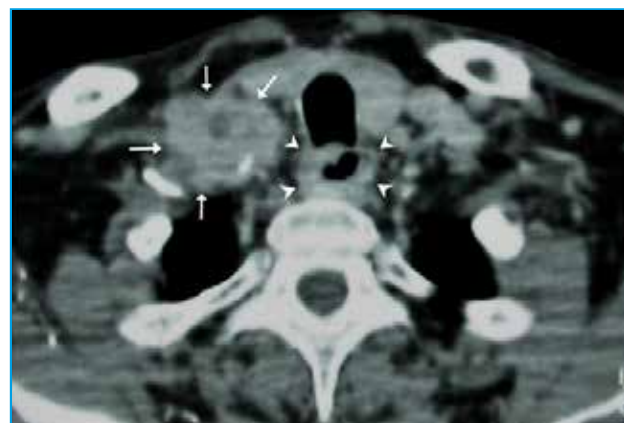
Varón de 55 años de edad que debuta con bultoma en nivel IV derecho que correspondió en biopsia a un carcinoma escamoso bien diferenciado. En la TC se objetiva una voluminosa adenopatía con extensión extracapsular (bordes espiculados, mal definidos) (flechas blancas) y un llamativo engrosamiento irregular de las paredes del esófago (cabezas de flecha negras) cervical debido a un carcinoma epidermoide.
